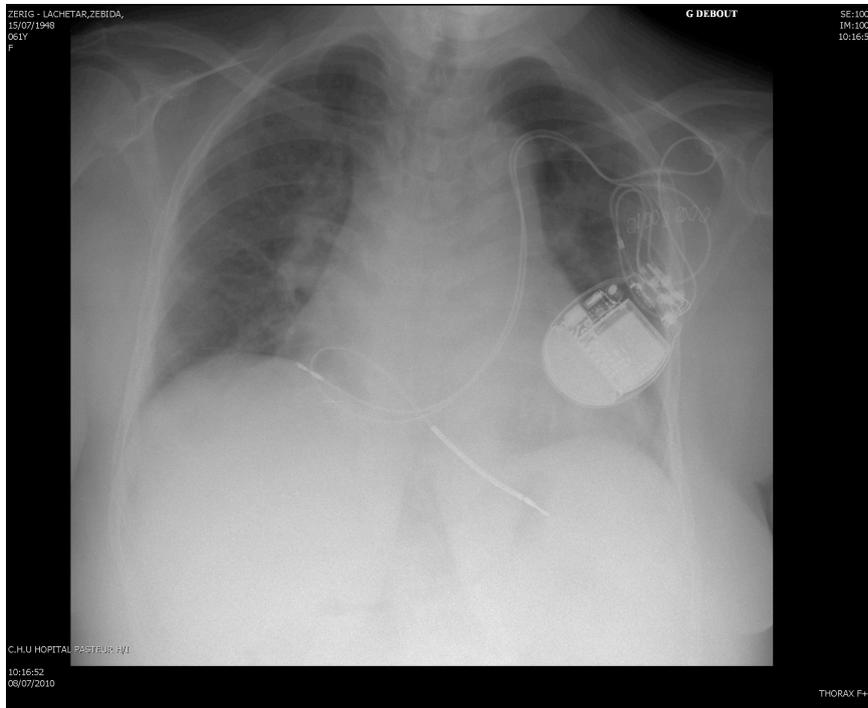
Radiographie de thorax à J1.
